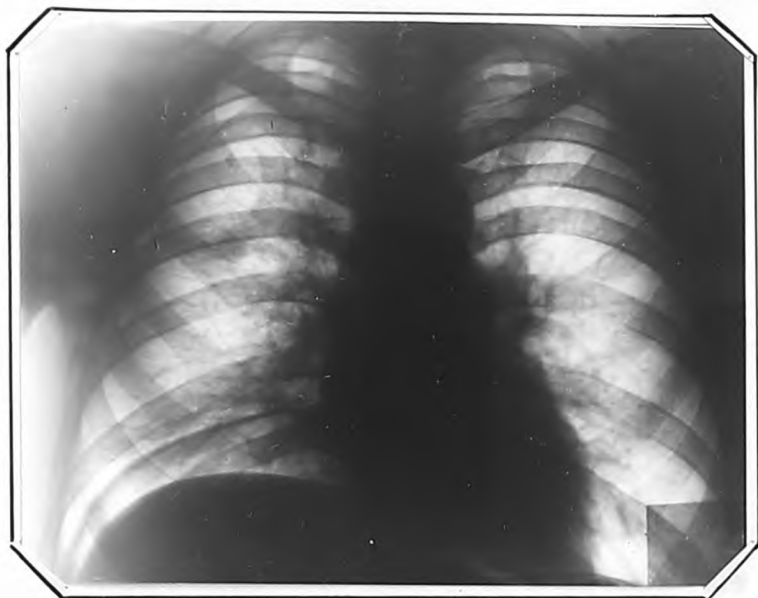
Рентгенограмма больного М. от 4.XI.1948 г.
